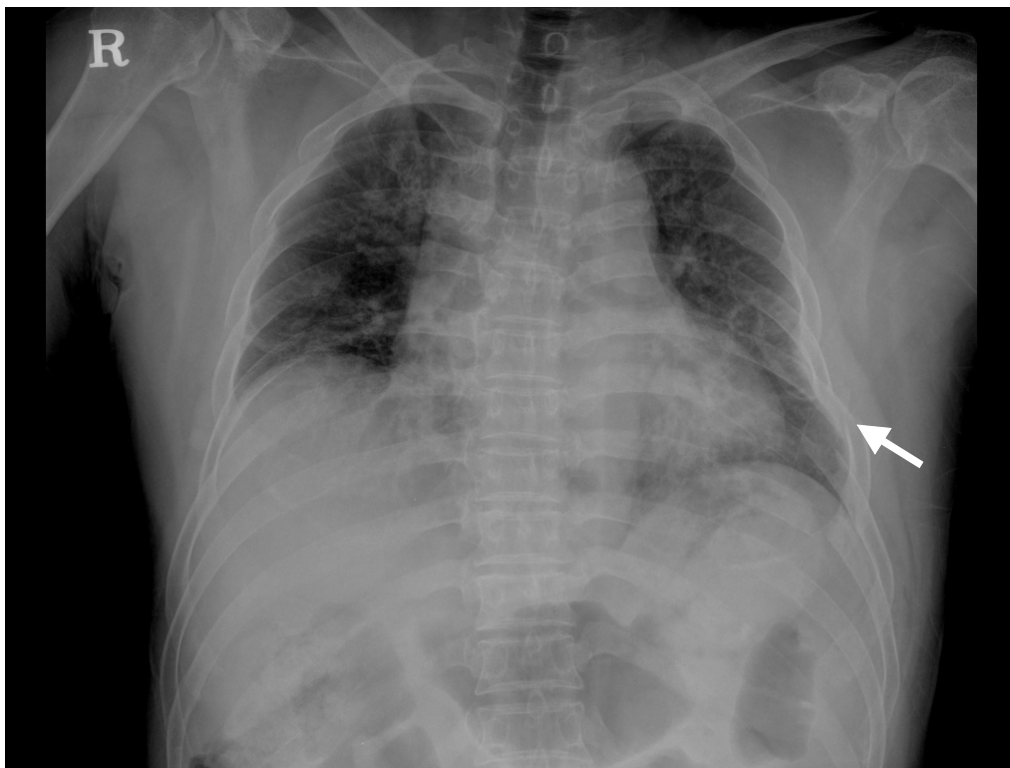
Chest X-ray showing left 10th rib fracture and increased bronchial marking
